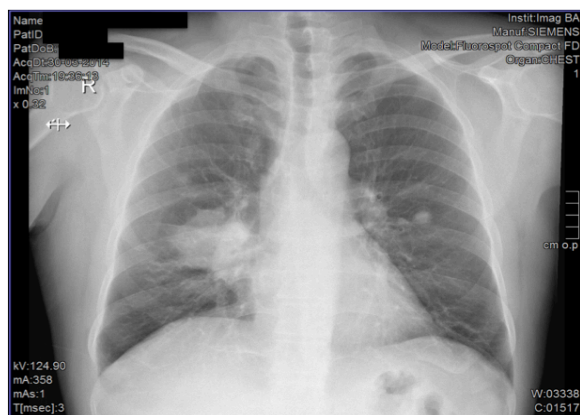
(Fig1): Radiografia de tórax, março de 2014
